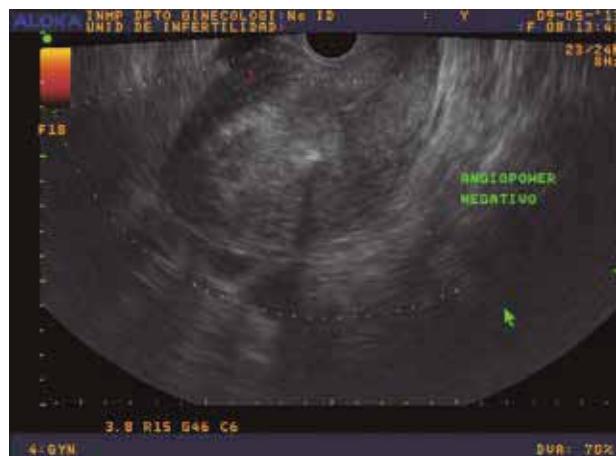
Ecografía doppler post EAU. Observar la ausencia de flujo retroplacentario.
